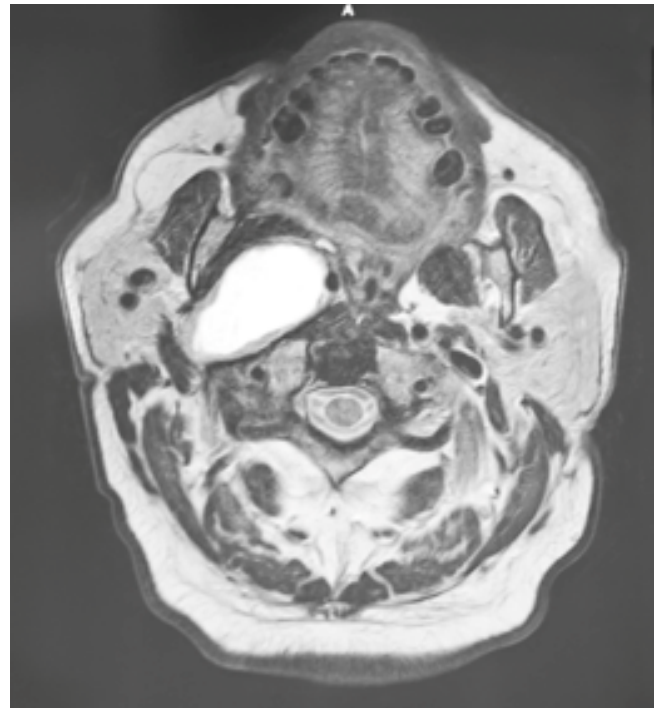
RMN cervical T2, corte axial. Masa en espacio parafaríngeo retroestiloideo derecho de 7 cm x 4 cm x 6 cm que desplaza anteriormente los vasos carotídeos, generando efecto masa.
